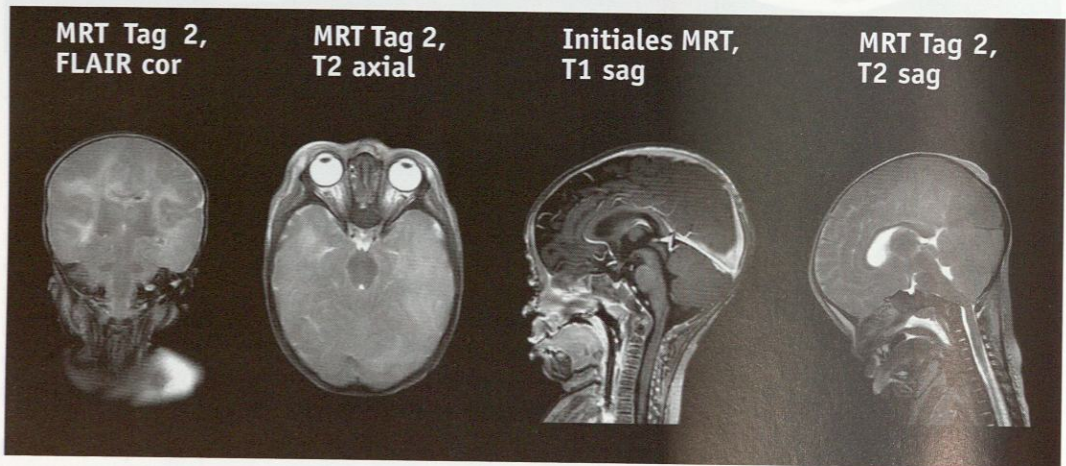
MRT am Tag 2 nach stationärer Aufnahme: Massives Hirnödem mit Kompression aller Liquorräume. Insbesondere im Vergleich mit den sagittalen Bildern des initialen MRTs zeigt sich die dramatische Entwicklung des Hirndrucks mit Ponsimpression gegen den Clivus und Eintreten der Kleinhirntonsillen in das Foramen magnum.
